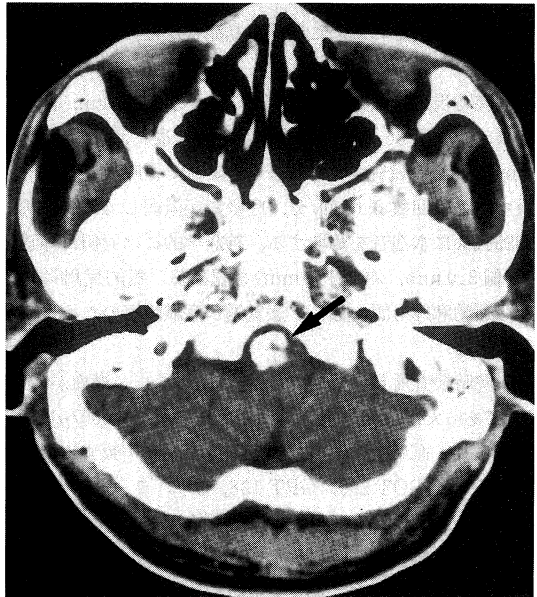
The CT scan of the brain.
